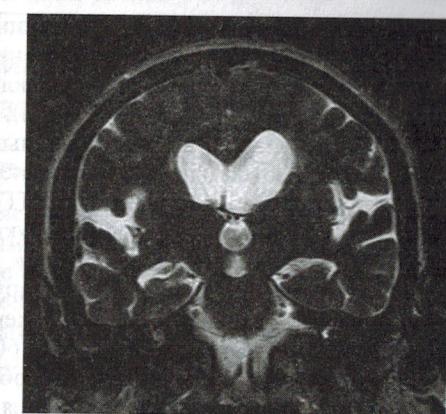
МРТ головного мозга пациента с НТГ. Визуализируются расширенные желудочки головного мозга и боковые щели, при этом субарахноидальные пространства конвекситальной поверхности и межполушарной щели сужены (DESH-синдром).
